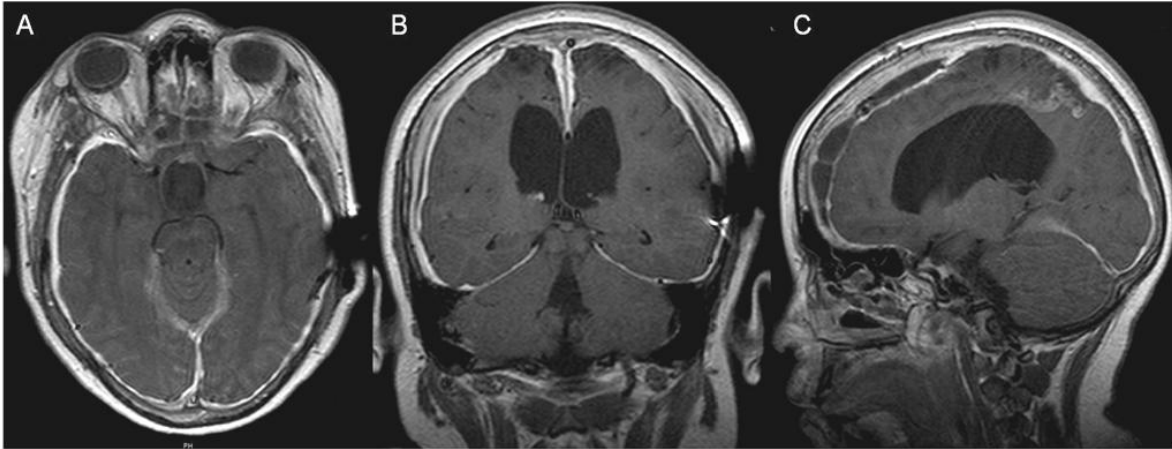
Paquimeningitis. RM cerebral T1W + Gadolinio. Corte axial (A), Coronal (B) y Sagital (C), en un paciente con antecedente de resección de craneofaringioma cursando con meningitis como complicación pos quirúrgica. Se observa un importante realce paquimeningeo. Imagen archivo F.C.I
